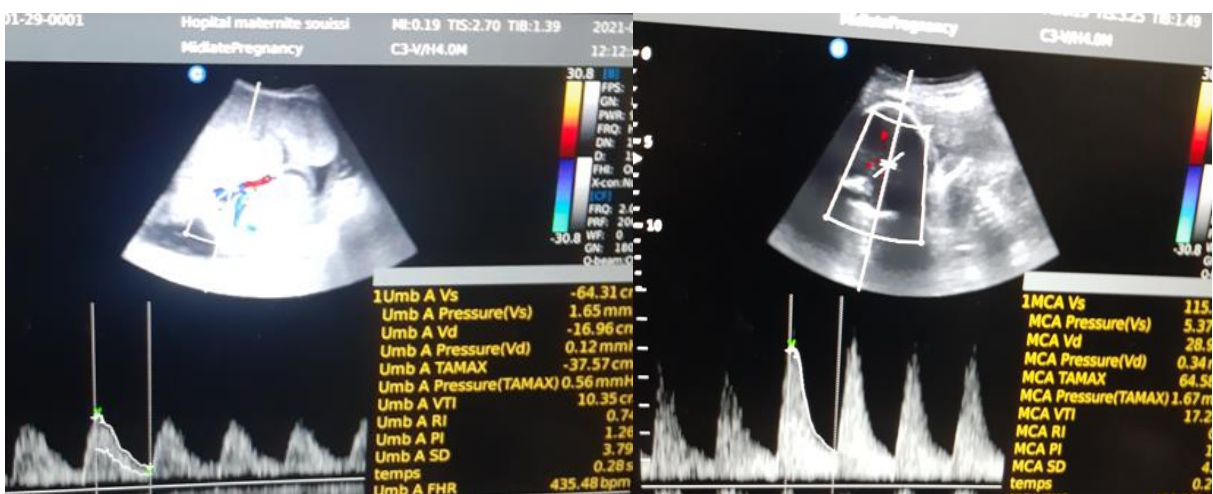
Doppler ombilical et cérébral du fœtus vivant, objectivant leur normalité selon l'âge gestationnel.
